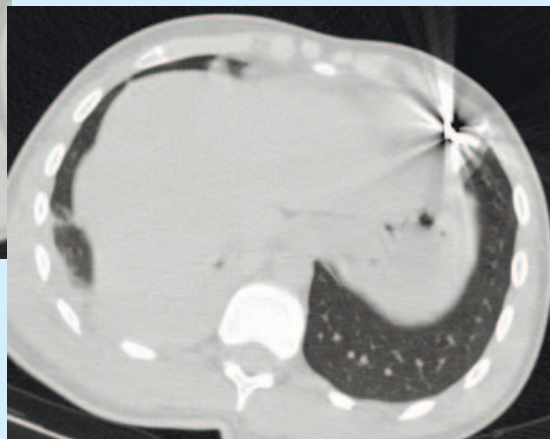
б. Аксиальный КТ-скан на уровне инородного тела. Пуля локализуется в кардиофрагмальном синусе левого гемиторакса
